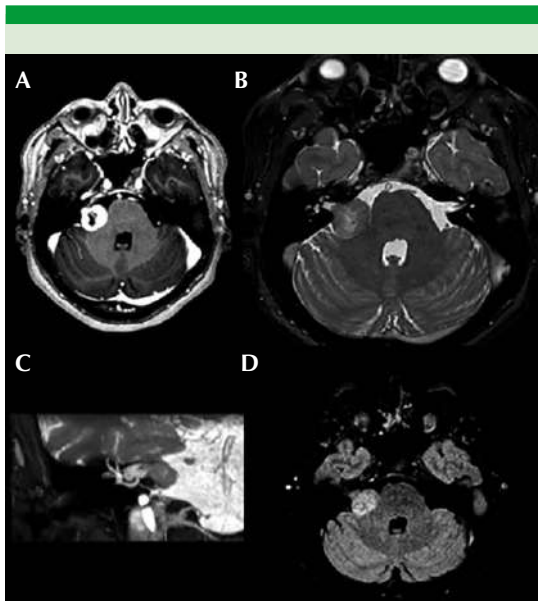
Imágenes de resonancia magnética en secuencia T1 con gadolinio en adquisición axial (A), BFTE (Balance Philips®) en adquisición axial (B), coronal (C) y FLAIR 3D en adquisición axial (D), en donde se observa lesión tumoral que ocupa parcialmente el conducto auditivo derecho, que a la administración de gadolinio muestra reforzamiento intenso, en BFTE es hipointensa y en secuencia FLAIR es hiperintensa, la cual mide 21 x 15.7 x 14.9 mm en sus diámetros mayores. Esta lesión se proyecta hacia el APC derecho, improntando y moldeando el pedúnculo cerebeloso medio ipsilateral, asimismo, desplaza medialmente el trayecto cisternal desde su emergencia del V par craneal derecho, con distancia del fondo del CAI al margen tumoral de 6 mm, en relación con un schwannoma vestibular derecho (flechas).
